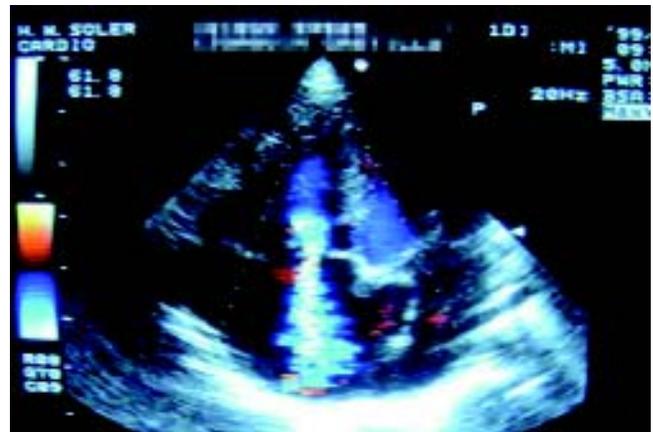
Doppler con codificación de color.
